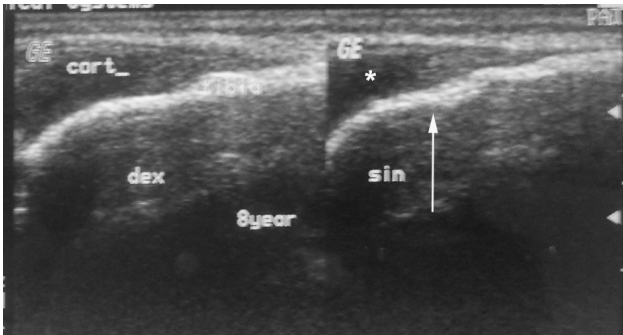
УЗИ первая стадия. \* – хрящ, стрелка – контур кости.
